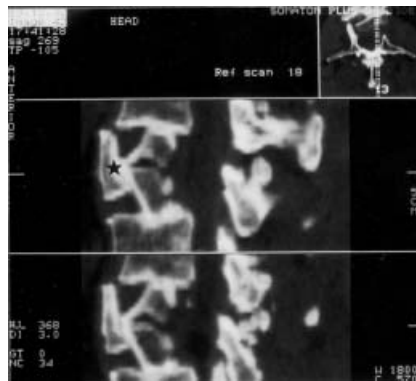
Computertomographischer Nachweis der Spanfraktur.
